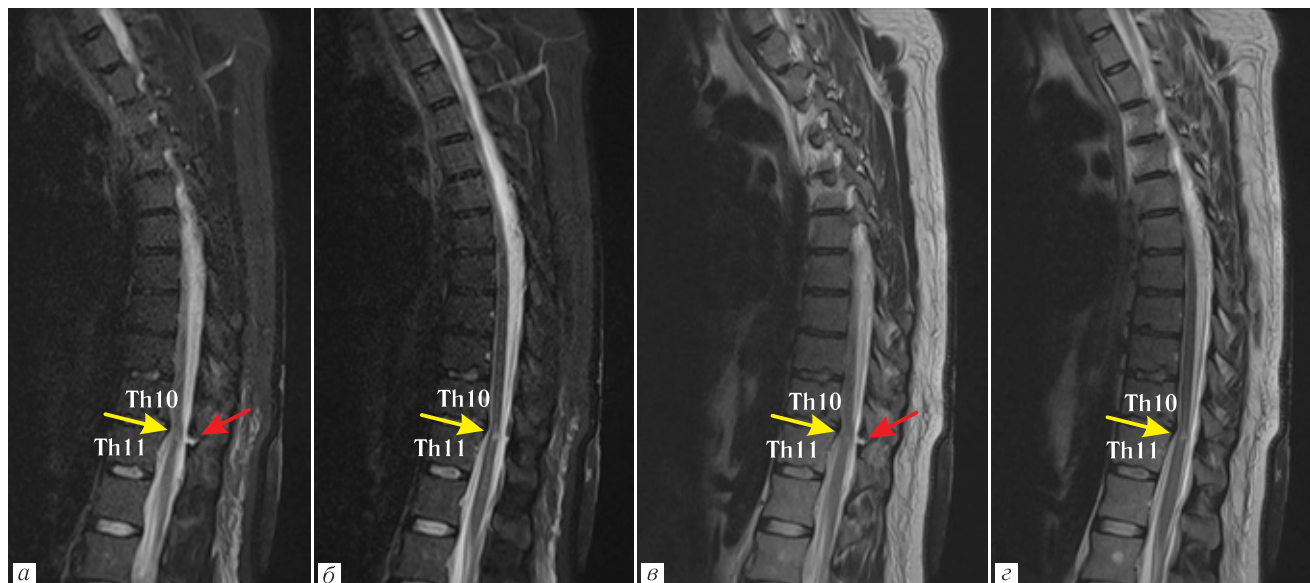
МРТ грудного отдела позвоночника. Сагиттальная плоскость, импульсная последовательность T2-FS (а, б), T2-ВИ (в, з). Прослеживается ход раневого канала на уровне Th₁₁–Th₁₂ (а, в — красная стрелка). В спинном мозге на уровне Th₁₀–Th₁₁ определяется зона миелопатии (а, б, в, з — желтая стрелка). Отек подкожно-жировой клетчатки спины на уровне сегментов Th₁₀–L₂
